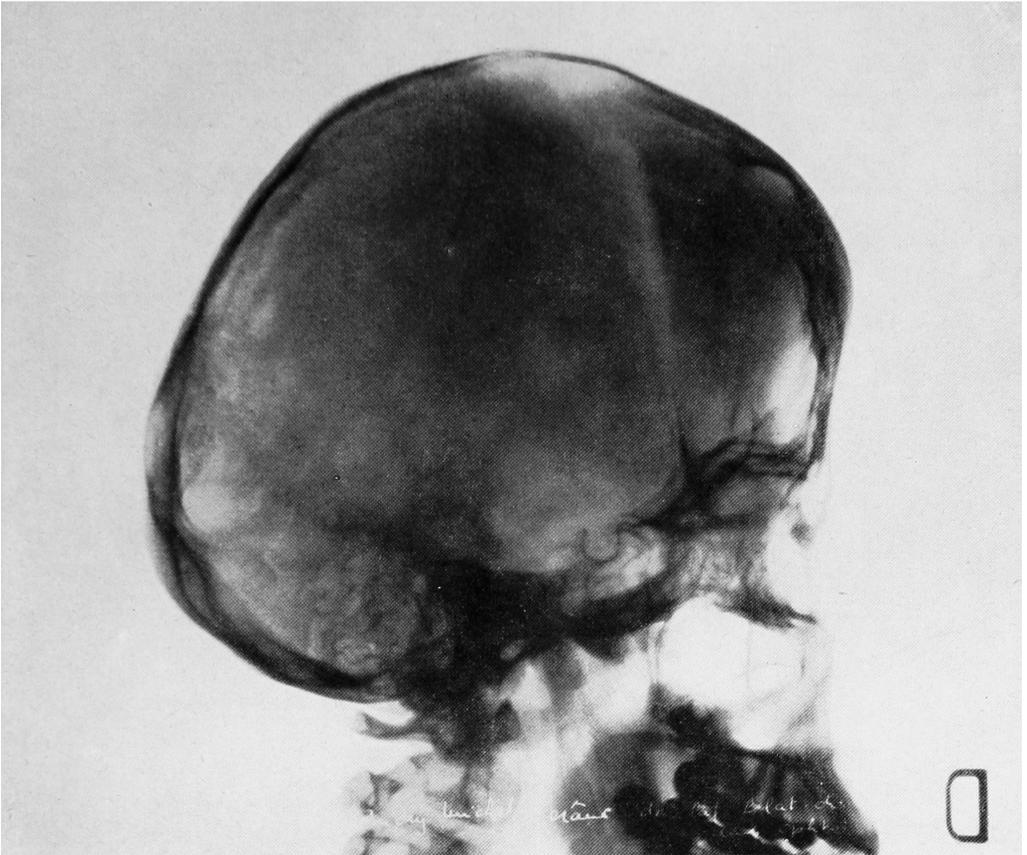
Radiographie du crâne (de profil) de Michel Bu.
